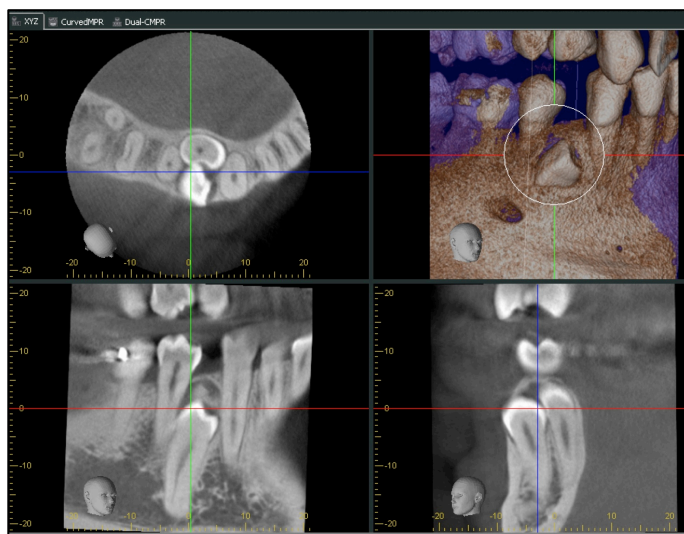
Evaluación de pieza dentaria supernumeraria en zona lingual a pieza 4.4. Programa One Volume Viewer®, CBCT 3D Accuitomo.
